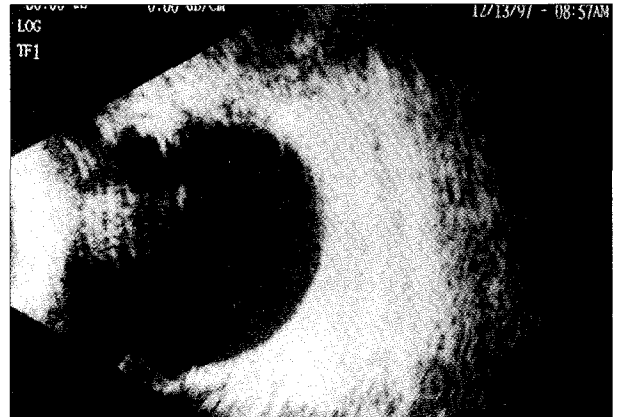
퇴원시 안와 초음파로 농이 관찰되지 않음.
